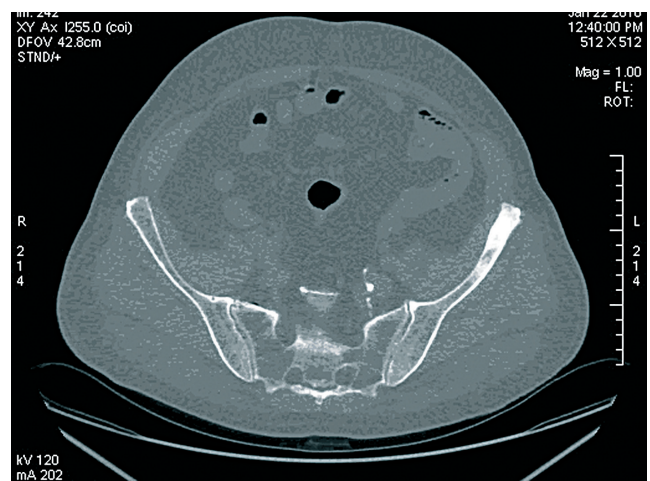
КТ костей таза. Гиперстатические метастазы аденокарциномы предстательной железы в подвздошной кости слева.
